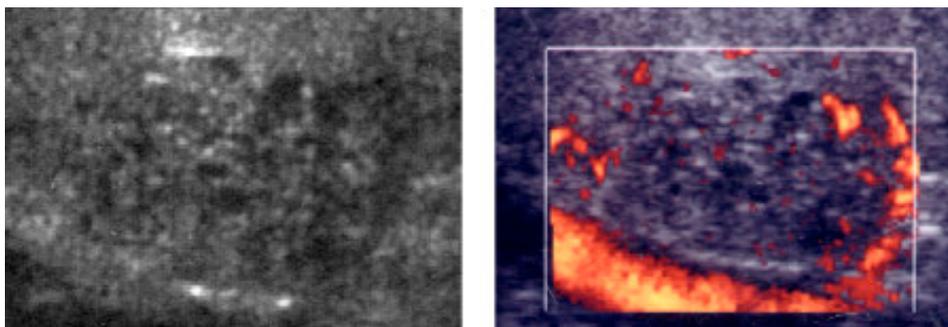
Nodo di iperplasia ghiandolare. Lesione nodulare con margini regolari con ecostruttura iso- ipoecogena rispetto al parenchima circostante. Al controllo Power-Doppler segnale vascolare di tipo I, quasi esclusivamente periferico.*
